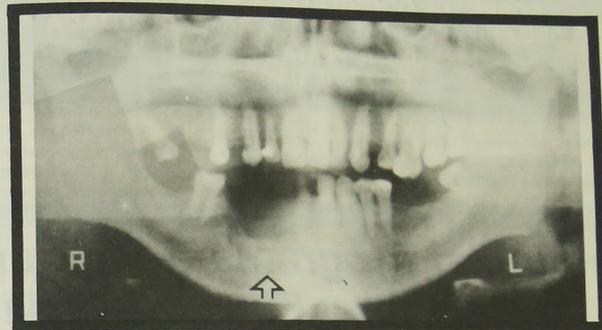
Radiografía panorámica del postoperatorio. Obsérvese reparación ósea en el fondo de la brecha operatoria.
